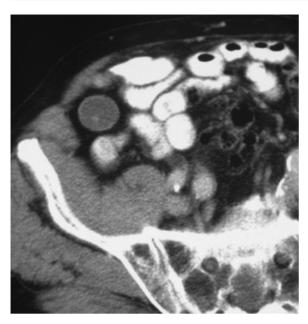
Mukozele bzw. Appendix myxoglobulosa. In der CT findet sich eine aufgetriebene Appendix mit kleinen Verkalkungen, die in einer Flüssigkeit schwimmen
